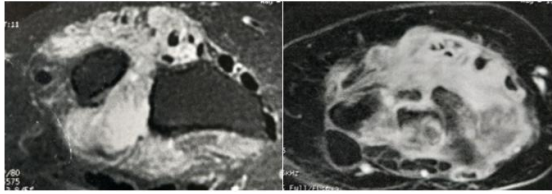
MRI revealing severe tenosynovitis and complete rupture of the extensor tendons to the 4th and 5th digits
